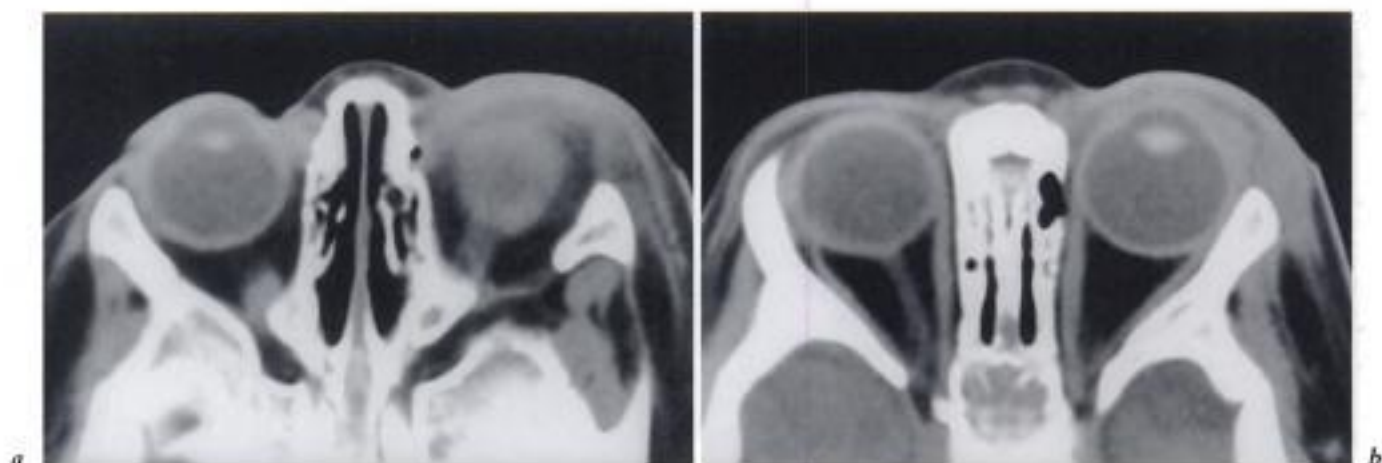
Cellulite pré-septale. Enfant 8 mois; cellulite hémifaciale gauche. TDM. a et b) Infiltration pré-septale.
